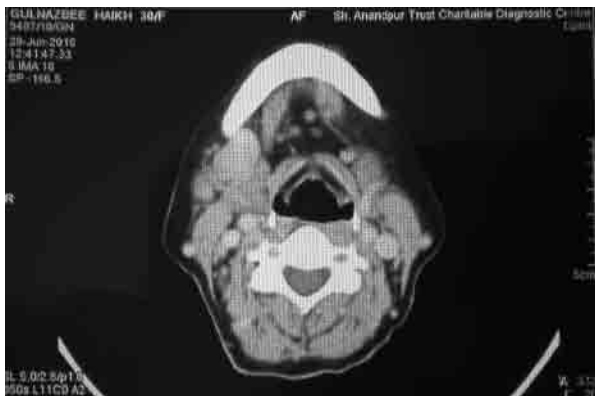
Tomografía computarizada cervical, con nódulo tiroideo solitario en la región submandibular derecha.
